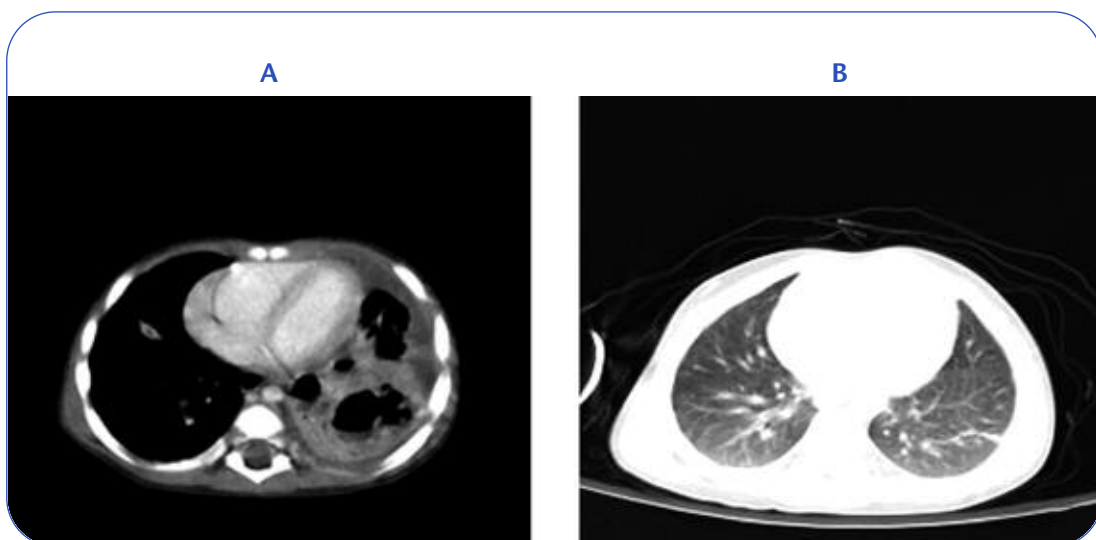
Immagini TAC ottenute in un bambino di un anno e mezzo con diagnosi di polmonite necrotizzante: a) dopo undici giorni dal ricovero, la TAC evidenzia un consolidamento del lobo inferiore di sinistra e di gran parte dei segmenti lingulari, con evidenti aree di ipodensità e grandi aspetti bollosi; un'area di consolidamento parenchimale è presente anche nel segmento laterale del lobo medio, in sede peribronchiale. Nei 2/3 superiori di sinistra si riscontra un versamento pleurico, maggiormente rappresentato in sede ascellare media e anteriore; b) a quattro mesi dalla diagnosi, l'HRCT (High Resolution Computed Tomography) evidenzia la risoluzione del quadro, con persistenza di qualche stria subpleurica.
